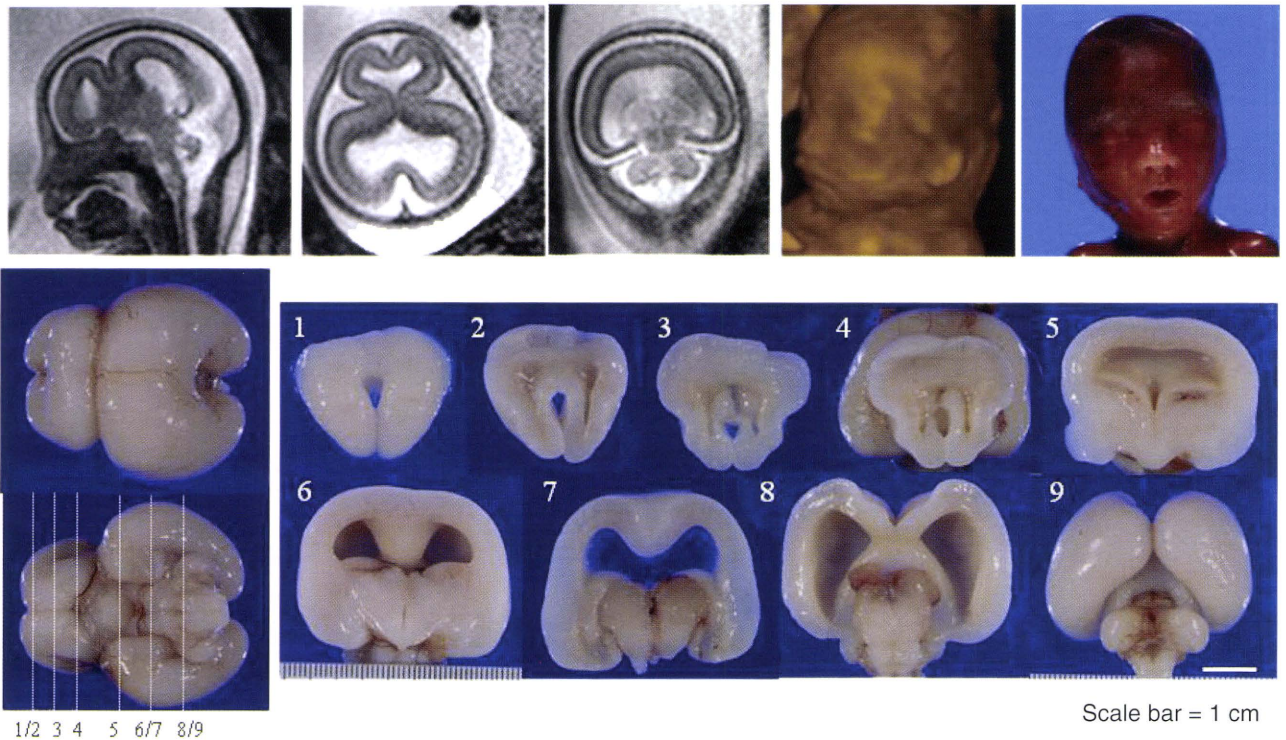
在胎 19 週の胎児 MRI で、全前脳症と診断された。顔面形成異常はみられなかった。脳は肉眼的に冠状に横断するシルビウス裂を有する semilobar 型の全前脳症であった。
